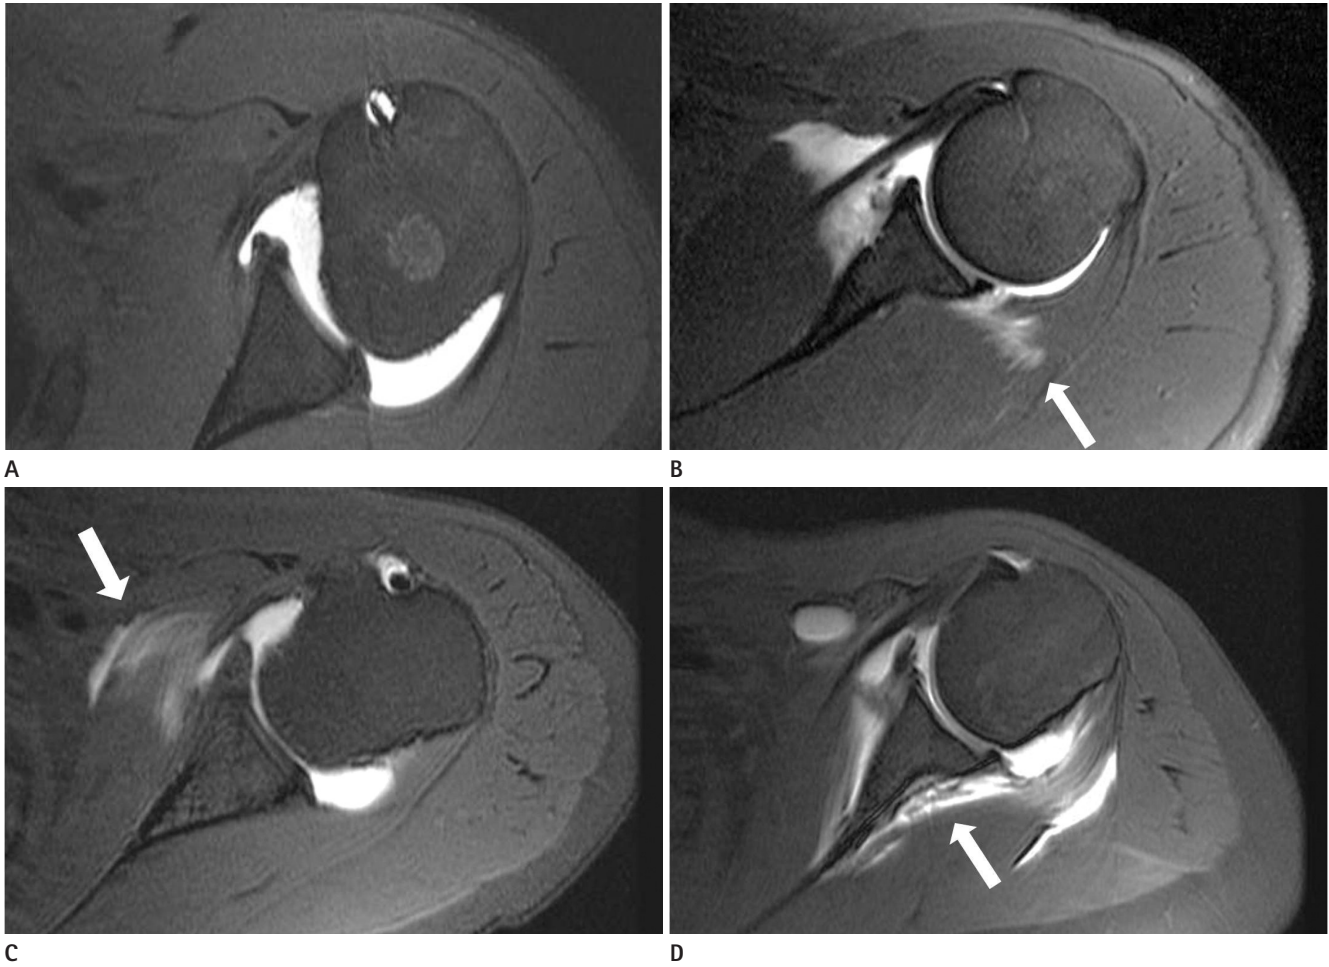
Contrast leakage on shoulder magnetic resonance arthrography with fat suppressed T1-weighted images with axial plane.
